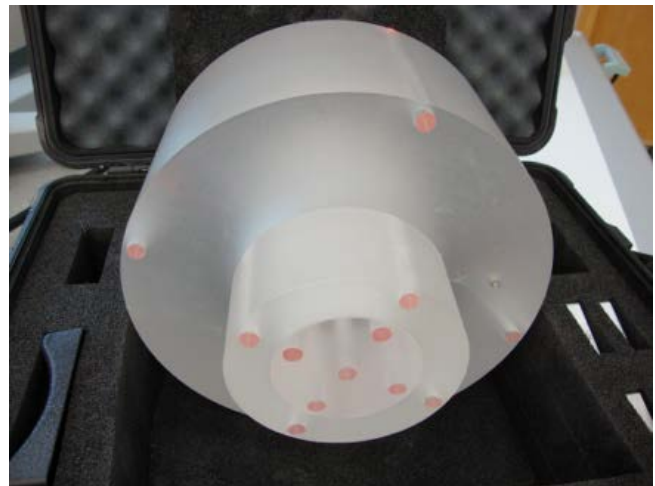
Fantôme CTDI en plastique PMMA utilisé comme référence pour les acquisitions par TDM – on voit un cylindre de diamètre de 16 cm (partie médiane) qui sort d'un cylindre plus grand de 32 cm diamètre. Le fantôme illustré ici est de type « imbriqué », avec un petit cylindre intérieur de 10 cm de diamètre. (Image par SC).
